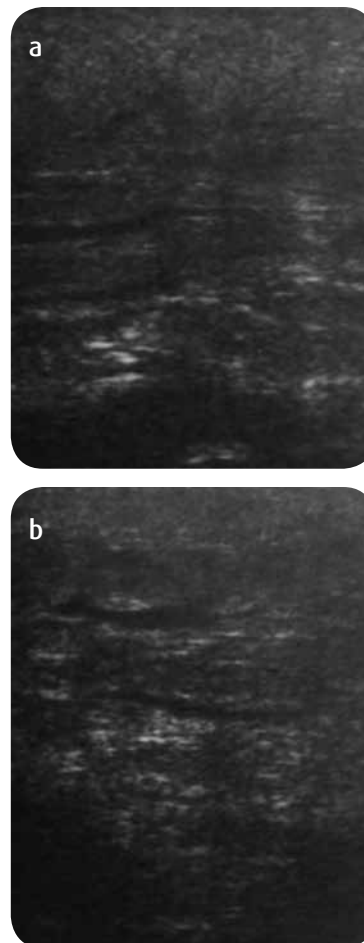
a y b) Ecografía de tejidos blandos que muestra edema de tejidos blandos, no se observan colecciones o masas sólidas ni quísticas.
